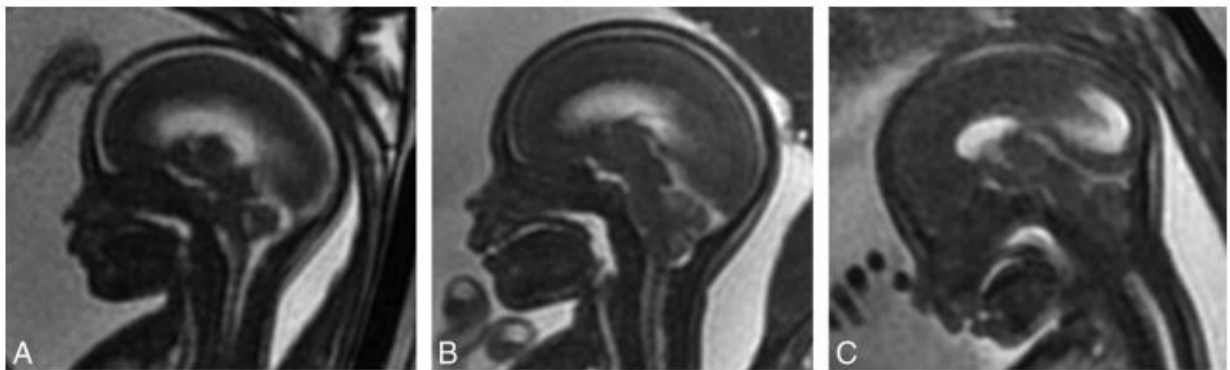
Grados de ectopia cerebelar en RM. A. Grado 1. Sin ectopia cerebelar, con una CM y 4V patentes. B. Grado 2. Ectopia cerebelar con borramiento del 4V, pero CM visible. C. Grado 3. Desplazamiento cerebelar con borramiento del 4V y CM. Fuente: Nagaraj UD, et al. *Hindbrain Herniation in Chiari II Malformation on Fetal and Postnatal MRI*. 2017.
